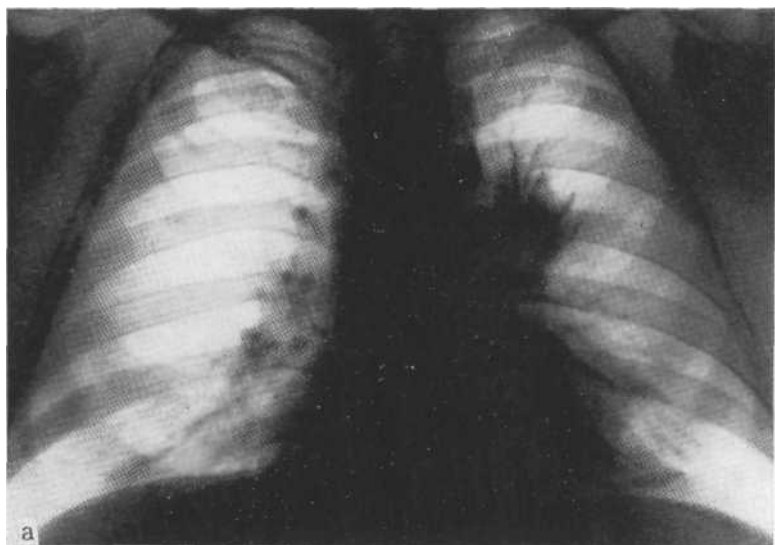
Рентгенограмма (а) в прямой проекции и томограмма в косой (б). Центральный узловатый, паравазальный рак верхней доли слева. На томограмме отчетливо видны культя верхнедолевого бронха и опухоль. Пробная торакотомия.
